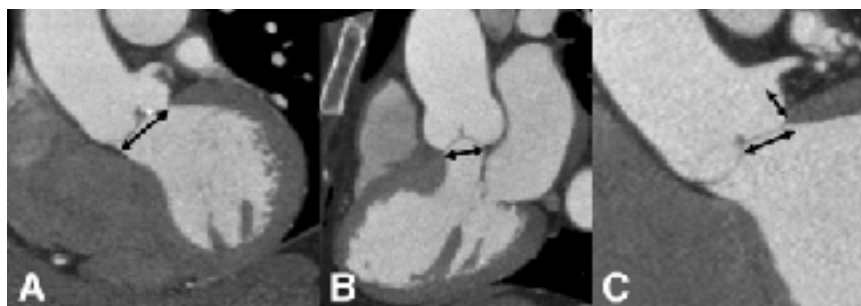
Tomografia assiale computerizzata per lo studio del root aortico: esempi di root a rischio di insuccesso con posizionamento di protesi aortica trans-catetere (anulus ovale evidente nei due tagli A. coronale e B. sagittale, e C. il lembo sinistro più lungo della distanza anulus-ostio).
